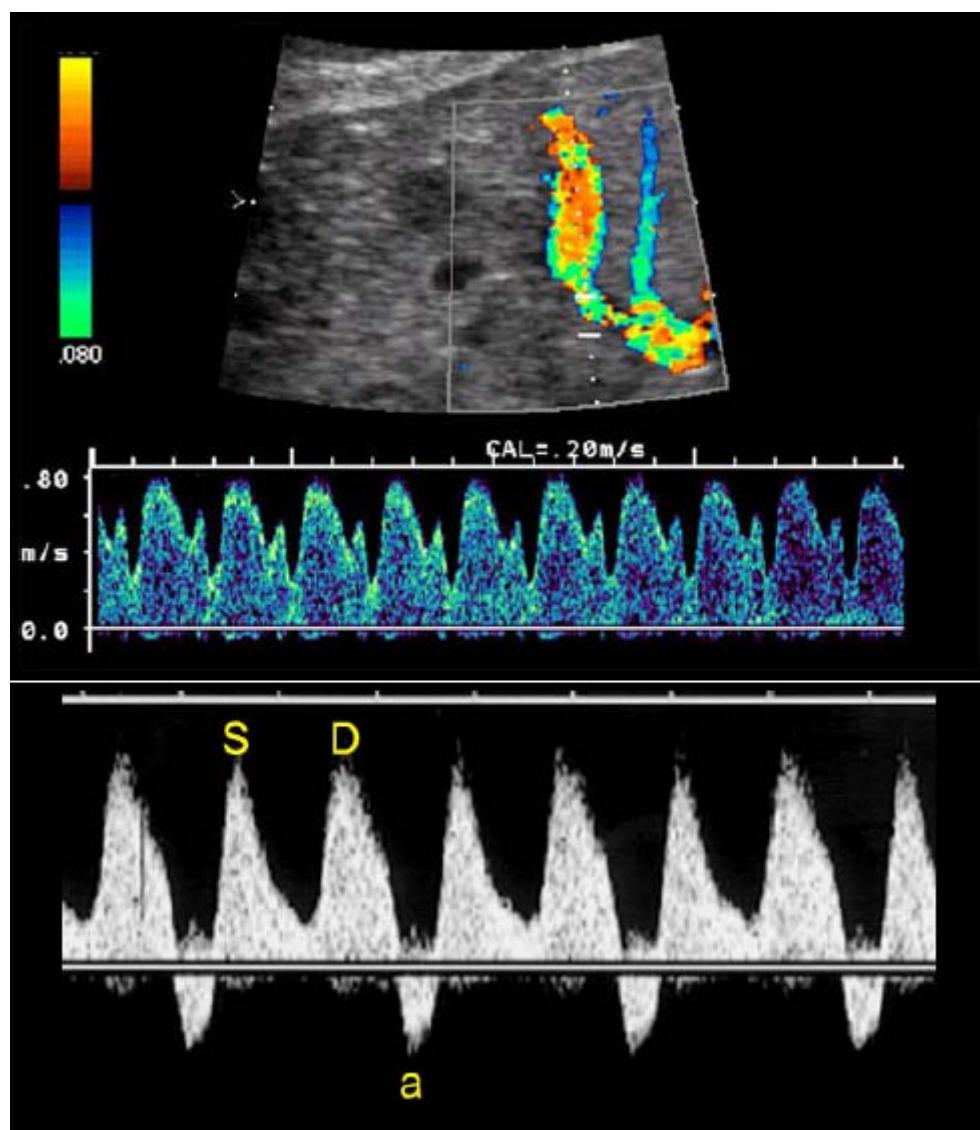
Sonographic aspects of a osteochondrodysplasia diagnosed at 12 weeks of gestation, showing short limbs, increased nuchal translucency and abnormal flow in the ductus venosus
